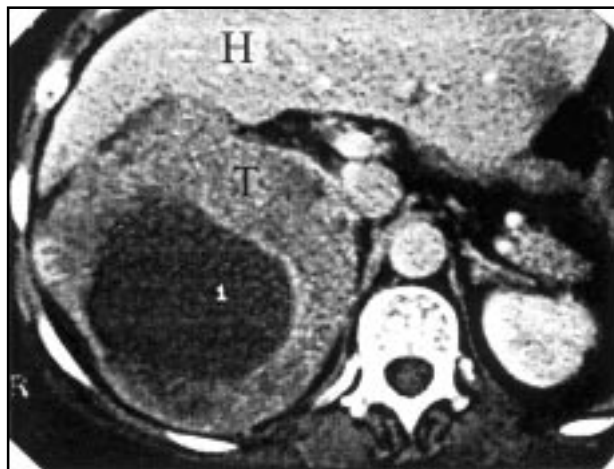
TAC. Gran tumor suprarrenal derecho (T) con extenso componente necrótico. H: Hígado.
